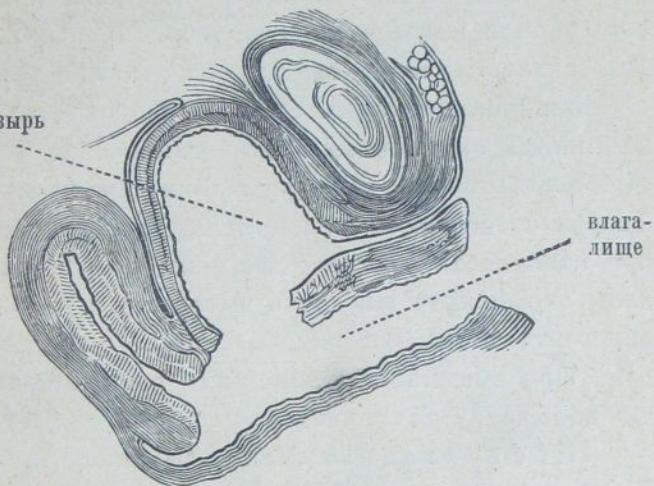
Пузирно-маточно-влагалищный свищъ.
